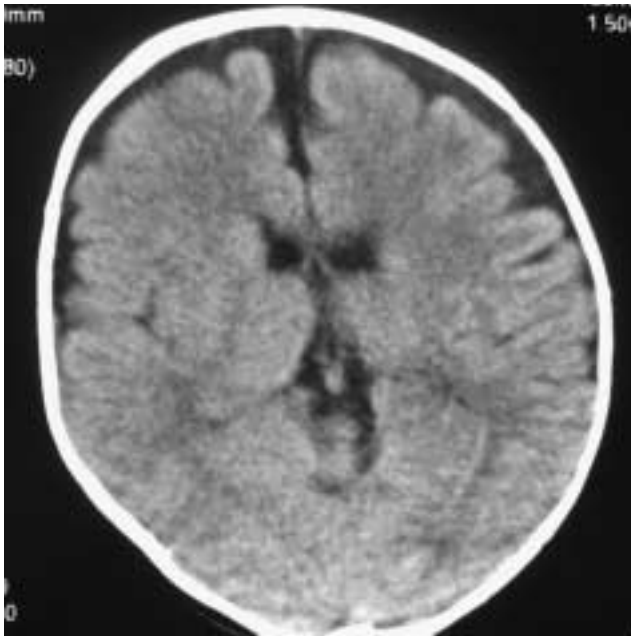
TAC cerebral: atrofia cortical de predominio frontal y temporal.
